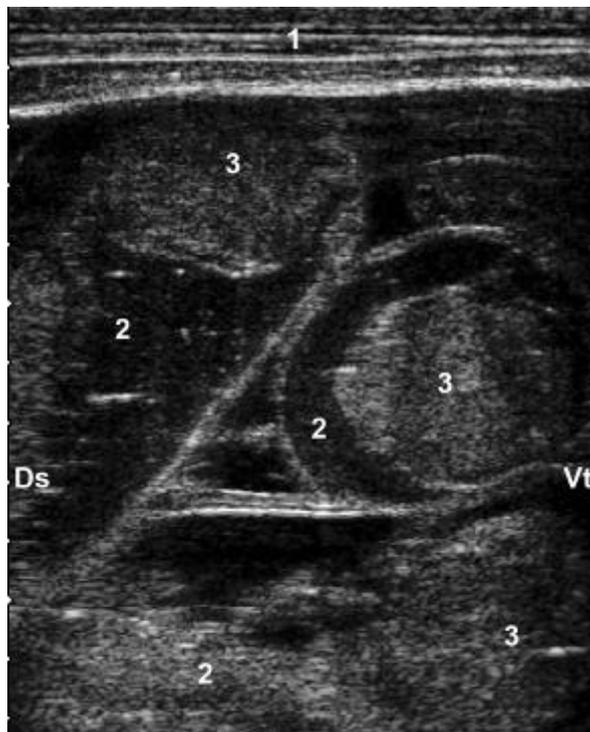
Image échographique d'intestins grêles dilatés contenant du matériel hypoéchogène et échogène cohérent avec un caillot de sang lors d'un cas de SHI. 1 Paroi abdominale, 2 Section transversale d'intestin grêle, 3 Section longitudinale d'intestin, 4 Contenu intestinal hypoéchogène, 5 Caillot de sang, Ds Dorsal, Vt Ventral (BRAUN *et al.* (2010)).
